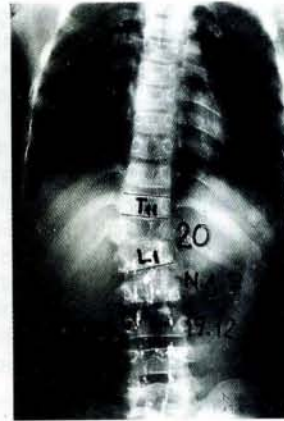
Konjenital torakal skolyozlu 2 yaşında bir kız çocuğunun ameliyat öncesi radyografisinde Cobb açısı 48° idi (1. no.lu vaka)
